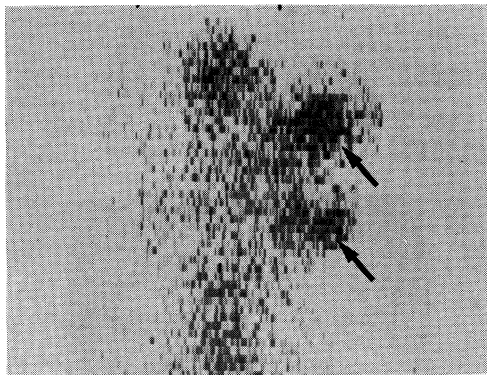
Case 2. ^{67}Ga scintigram showing two hotter areas (arrows)
